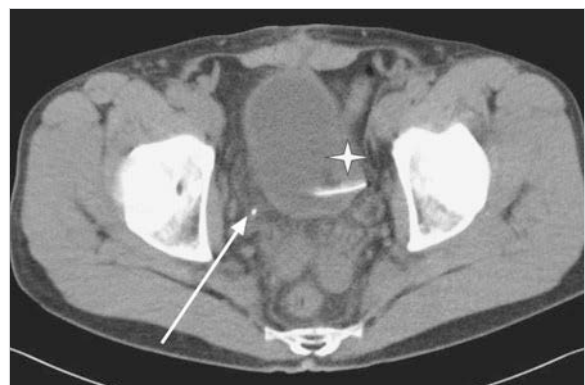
Native Computertomografie: distaler Harnleiterstein rechts (Pfeil), Katheter in der Harnblase (Stern).
